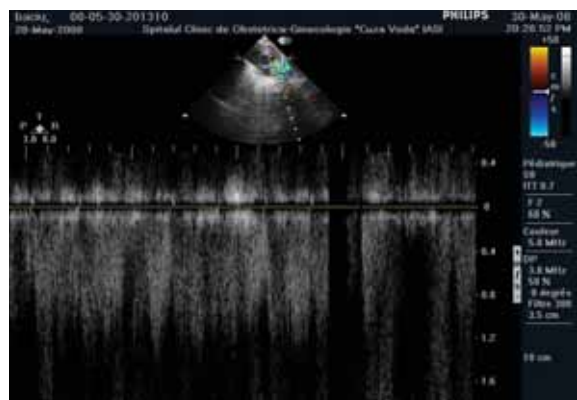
Parasternal transaortic echocardiography: atresia of pulmonary valve and hypoplasia of the trunk of pulmonary artery
